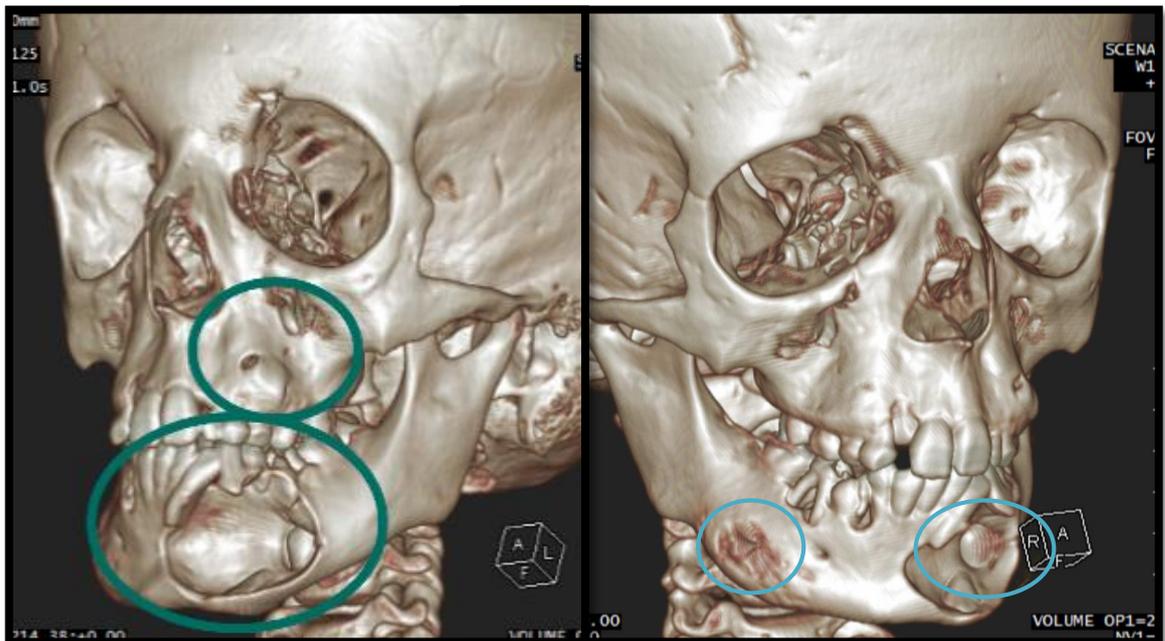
Reconstrucción 3D de tomografía de macizo facial. Se evidencia expansión ósea y erosión de tabla vestibular mandibular y maxilar, con presencia de retención de gérmenes dentarios permanentes. (Elaborado por el autor)
